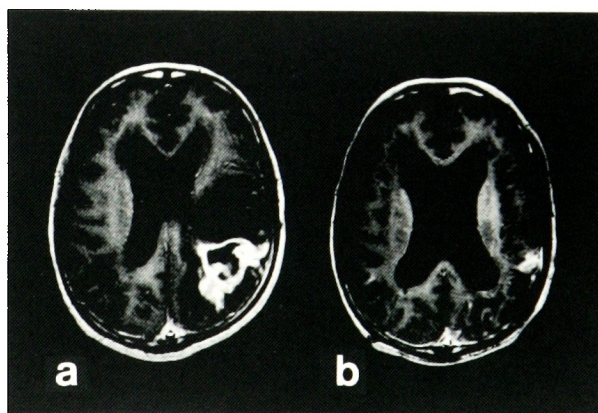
Magnetic resonance imaging showed ring enhancement, suggesting brain abscesses caused by infective endocarditis. (a: during treatment with vancomycin, rifampicin, sulfamethoxazole/trimethoprim (5/31). b: after treatment (9/22))
